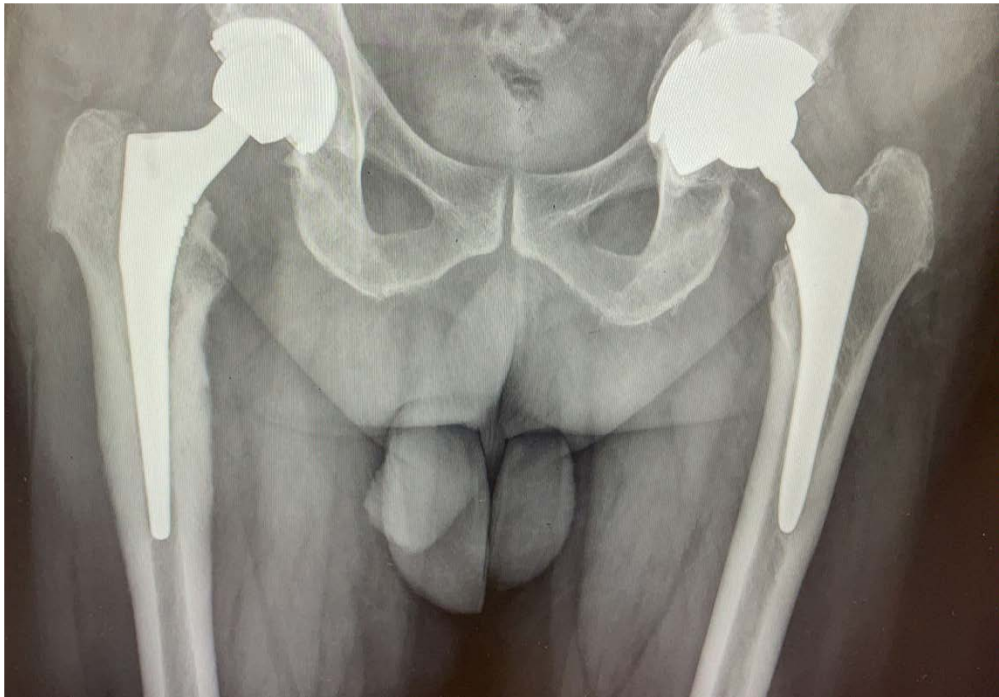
Radiografía de prótesis bilateral con distinto tipo de implantes protésicos. Año 2021. [Fuente: Hospital Clínico San Carlos]
